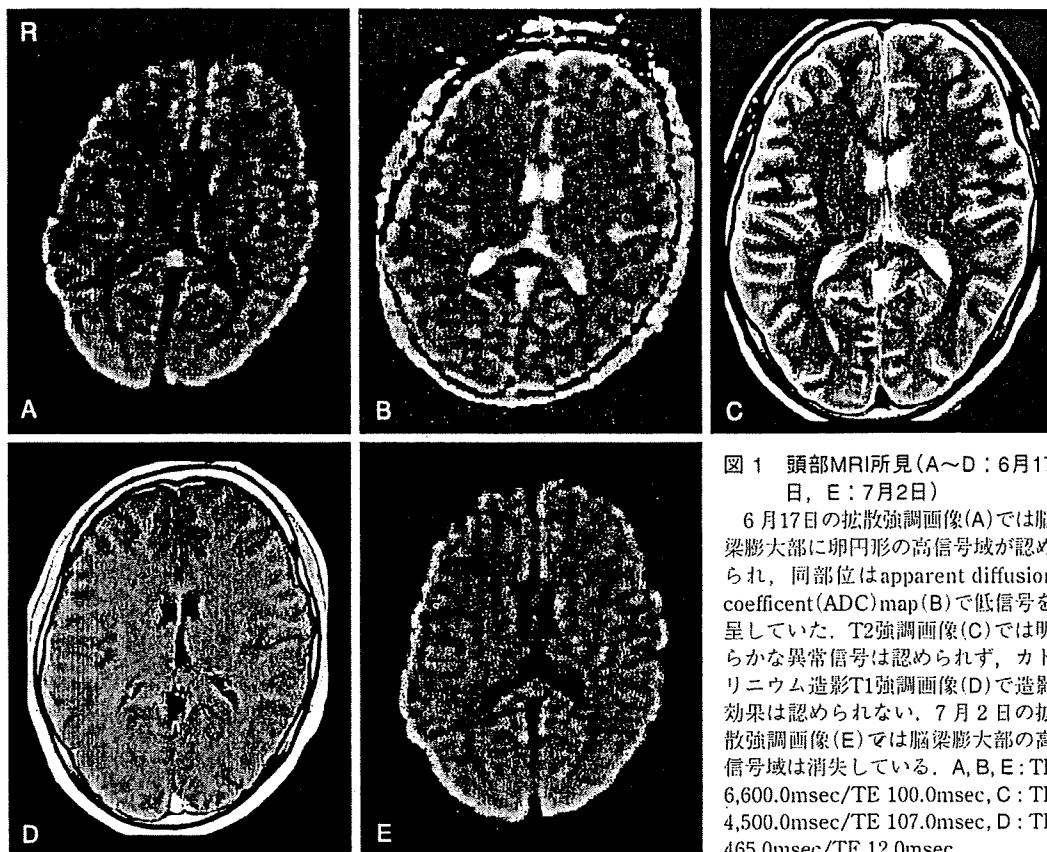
頭部MRI所見(A～D: 6月17日, E: 7月2日)
